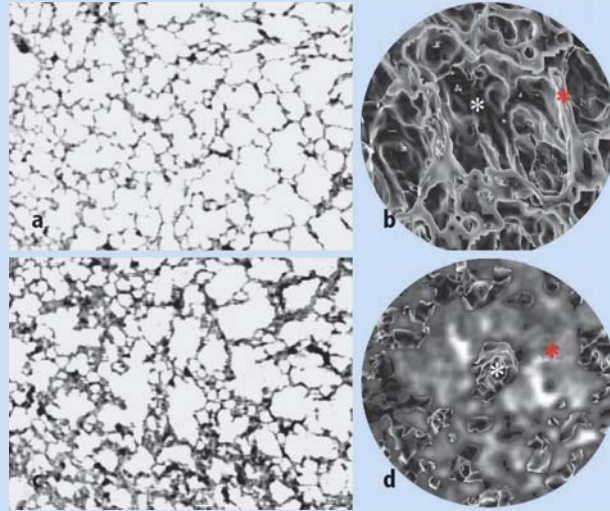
d ▲ Transversale, hoch auflösende Rekonstruktion einer normalen (a) und einer mit Endotoxin (c) perfundierten Rattenlunge in der μ CT. Nach Endotoxinperfusion zeigen sich eine erhebliche interstitielle Volumenzunahme (interstitielles Ödem) und eine Reduktion des lufthaltigen Alveolarvolumens. In der 3-dimensionalen Rekonstruktion lassen sich in der Kontrollgruppe (b) die Alveolarsepten (roter Stern) sowie die Alveolarlichtungen scharf abgrenzen (weißer Stern). Nach Endotoxinperfusion sind die Alveolarsepten (d, roter Stern) (ödematös) verdickt und die Volumina der Alveolarlichtung (weißer Stern) vermindert
